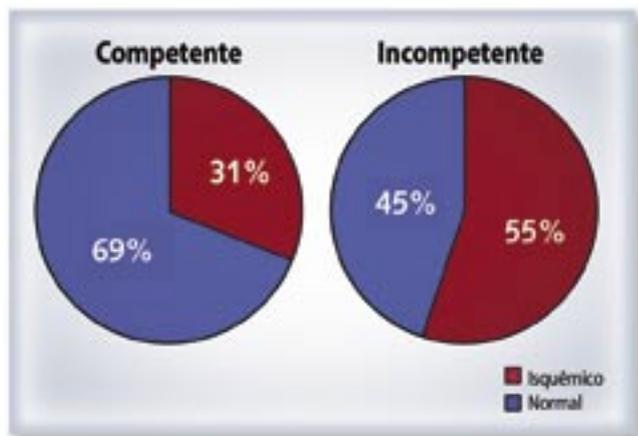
Prevalência de teste alterado (isquêmico) à Ecocardiografia sob estresse pelo esforço nos indivíduos com e sem competência cronotrópica (p= 0,0003).
